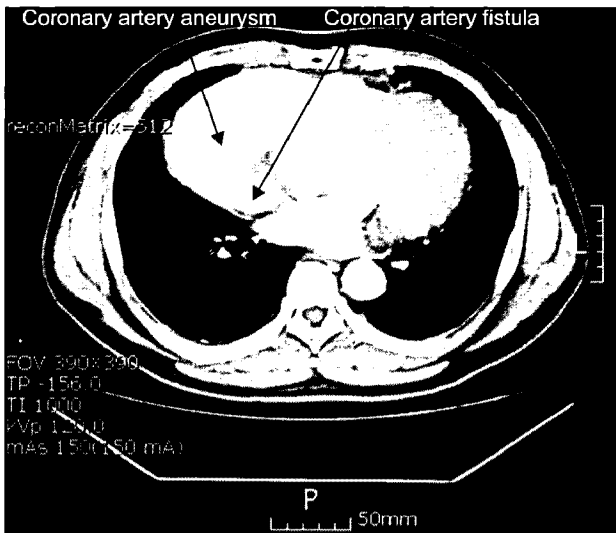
Preoperative CT showing large coronary artery aneurysm and coronary artery fistula.
